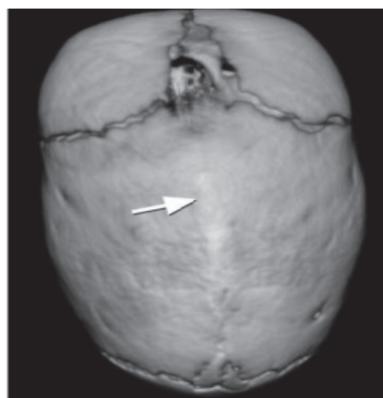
Рентгеновская спиральная компьютерная томограмма, 3D-реконструкция: сагиттальный шов не прослеживается, видны коронарный и метапический швы.
